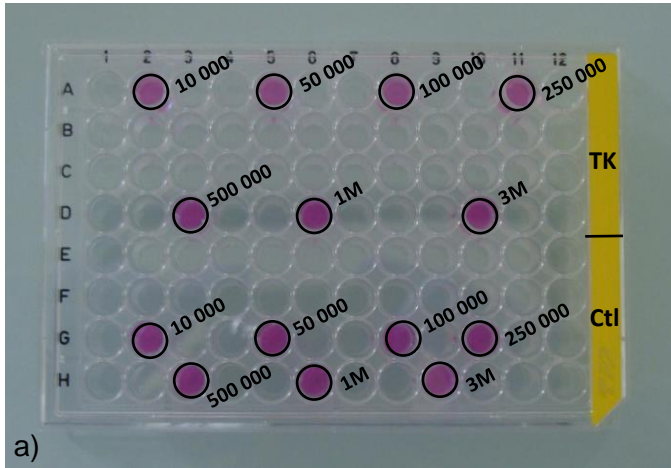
Plaque de 96 puits contenant différentes quantités de cellules exprimant la TK et témoins (a) et son image obtenue grâce à la caméra TEP/CT
